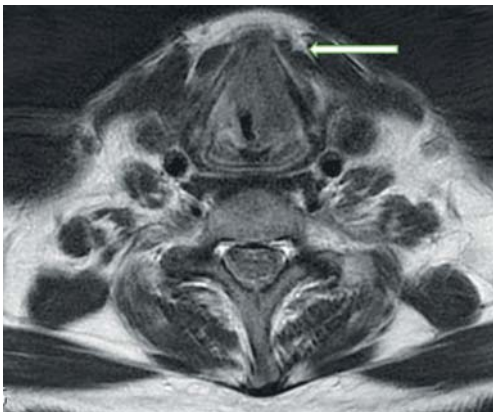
Рак гортани. При МРТ на T2-ВИ определяется новообразование левой половины гортани с распространением на передние отделы щитовидного хряща
